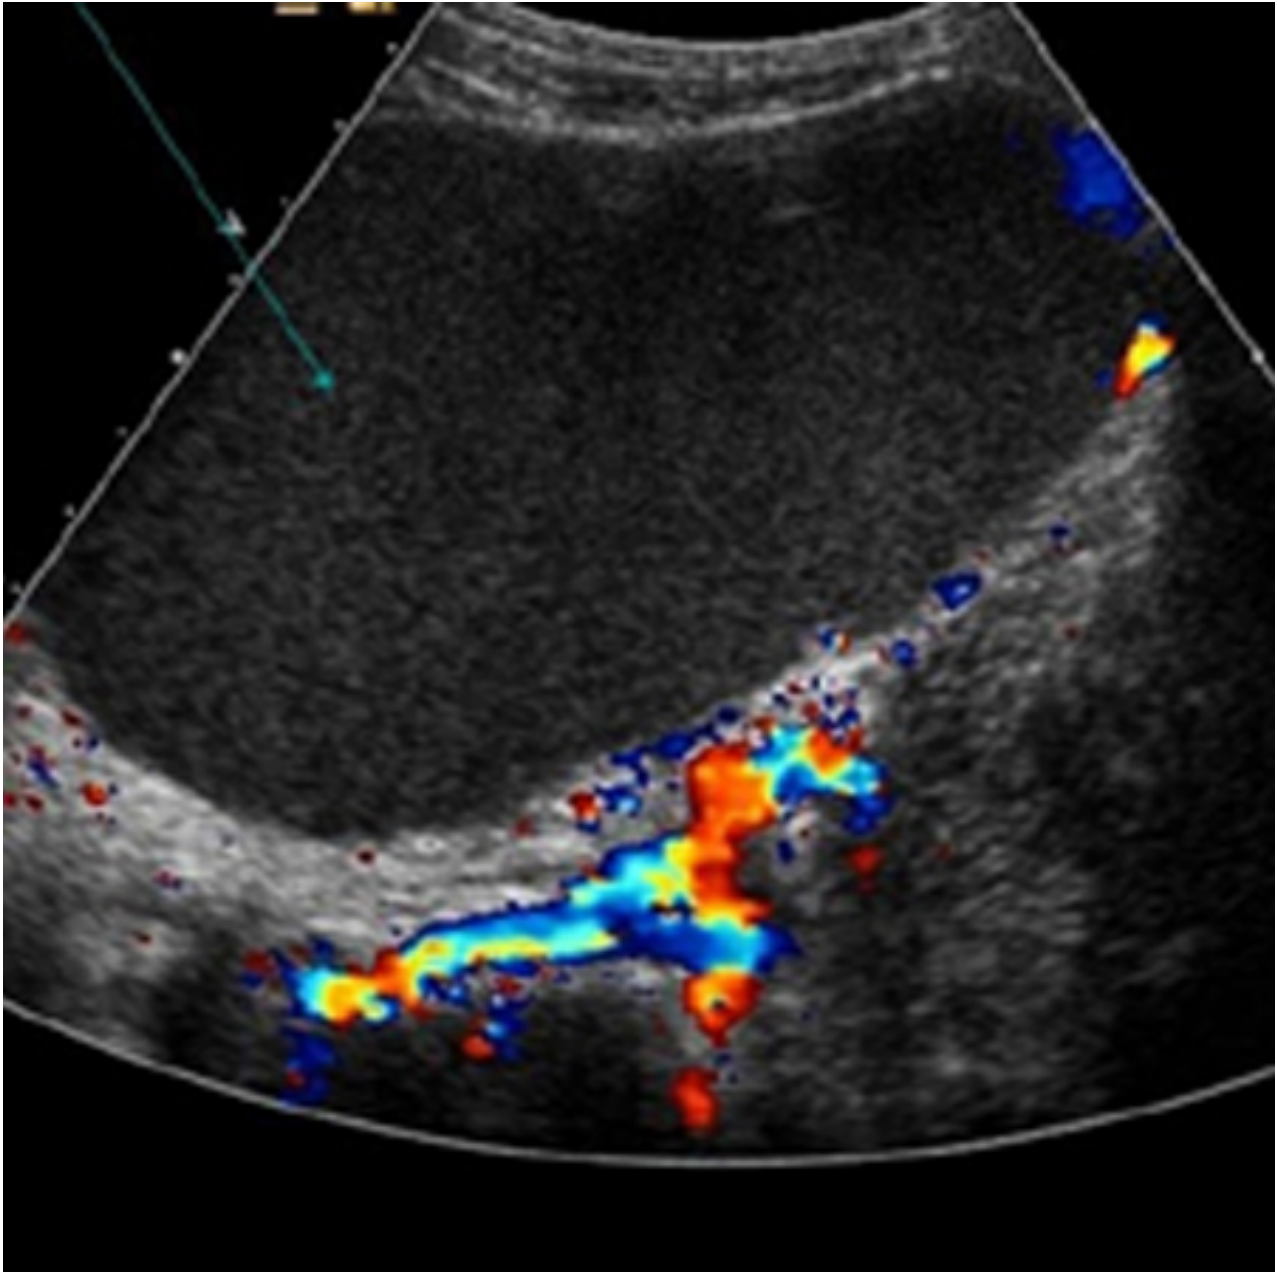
Cisto ovariano com fluxo normal ao Doppler
